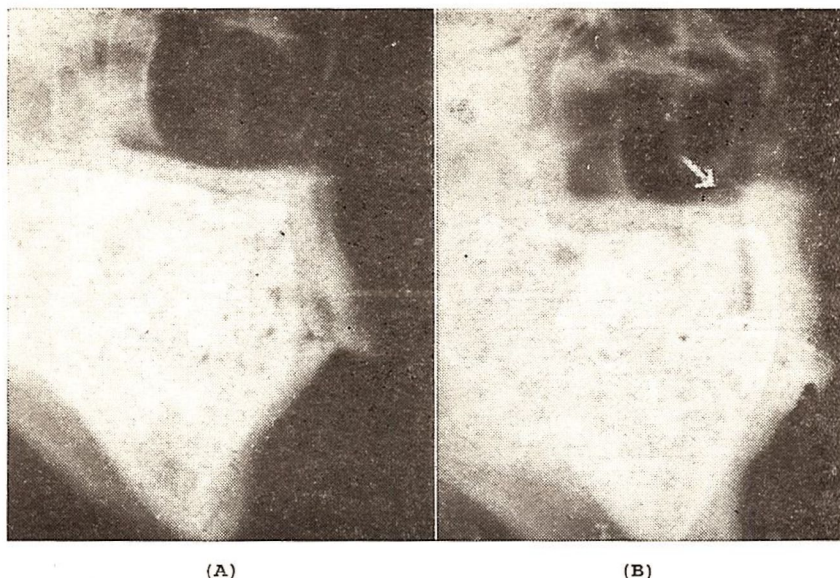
(A y B). — Radiografía de perfil, pudiéndose apreciar en B, el escalón producido por la ascensión del fragmento.
